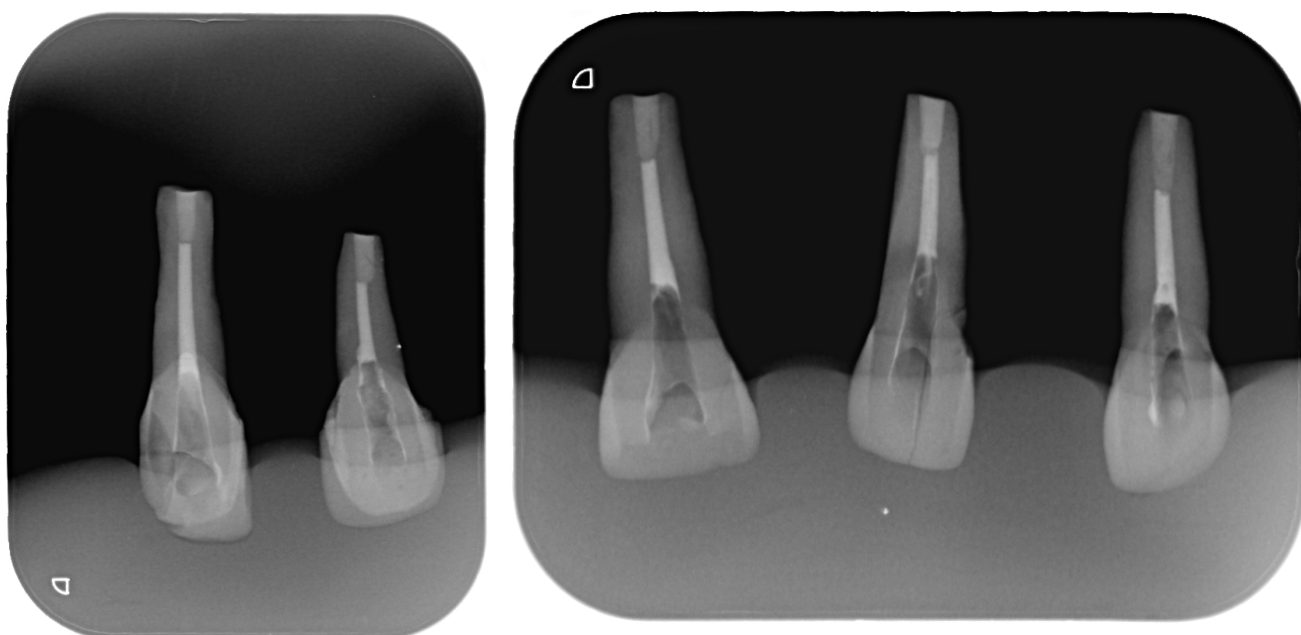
Radiografía después de la obturación a retro con Biodentine™
